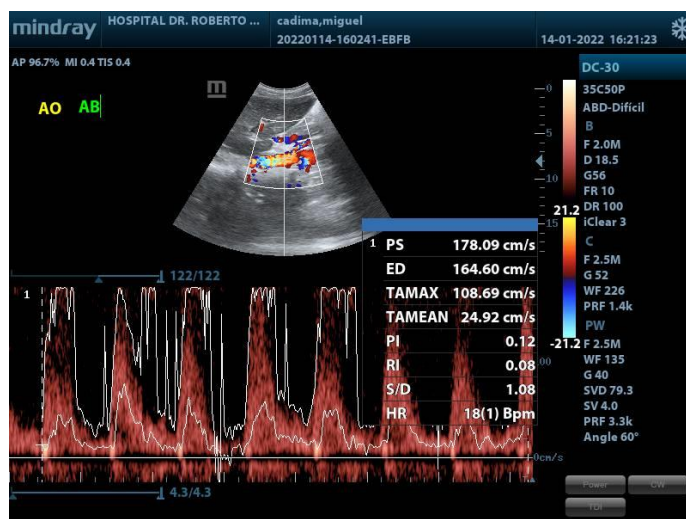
Ecografía Doppler color de la Arteria Aorta Abdominal (AAA) en su 1/3 superior, que muestra una significativa turbulencia con pico sistólico 178,09 m/seg.
